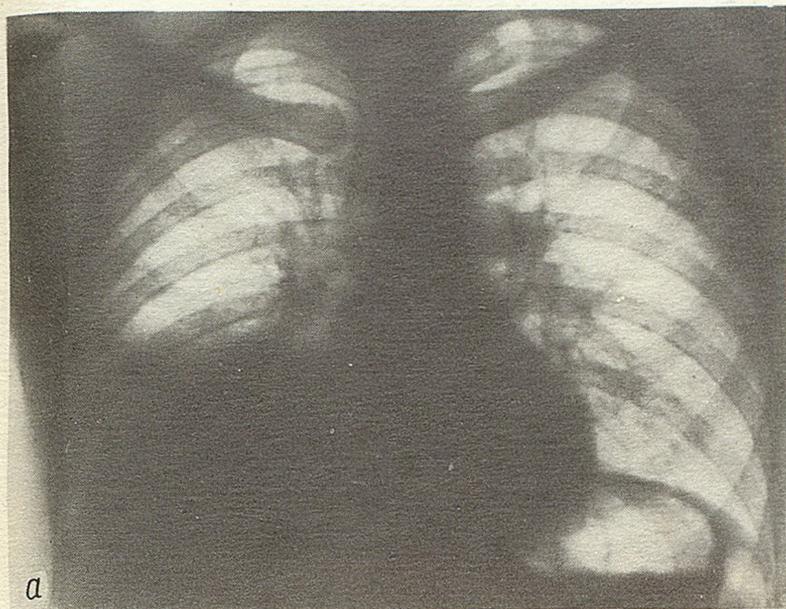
Рентгенограммы органов грудной клетки больного М.
